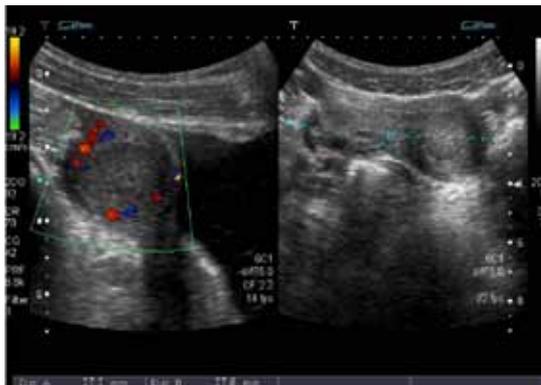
Imagen ecográfica compatible con cuerno uterino rudimentario derecho, con aplicación Doppler positiva.
